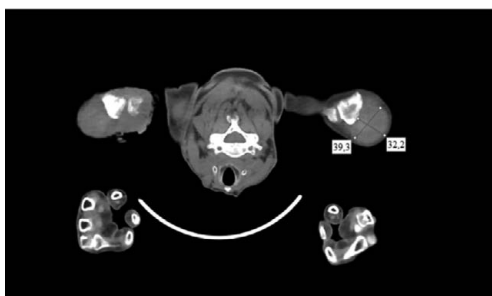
КТ-картина после эмболизации и лучевой терапии
